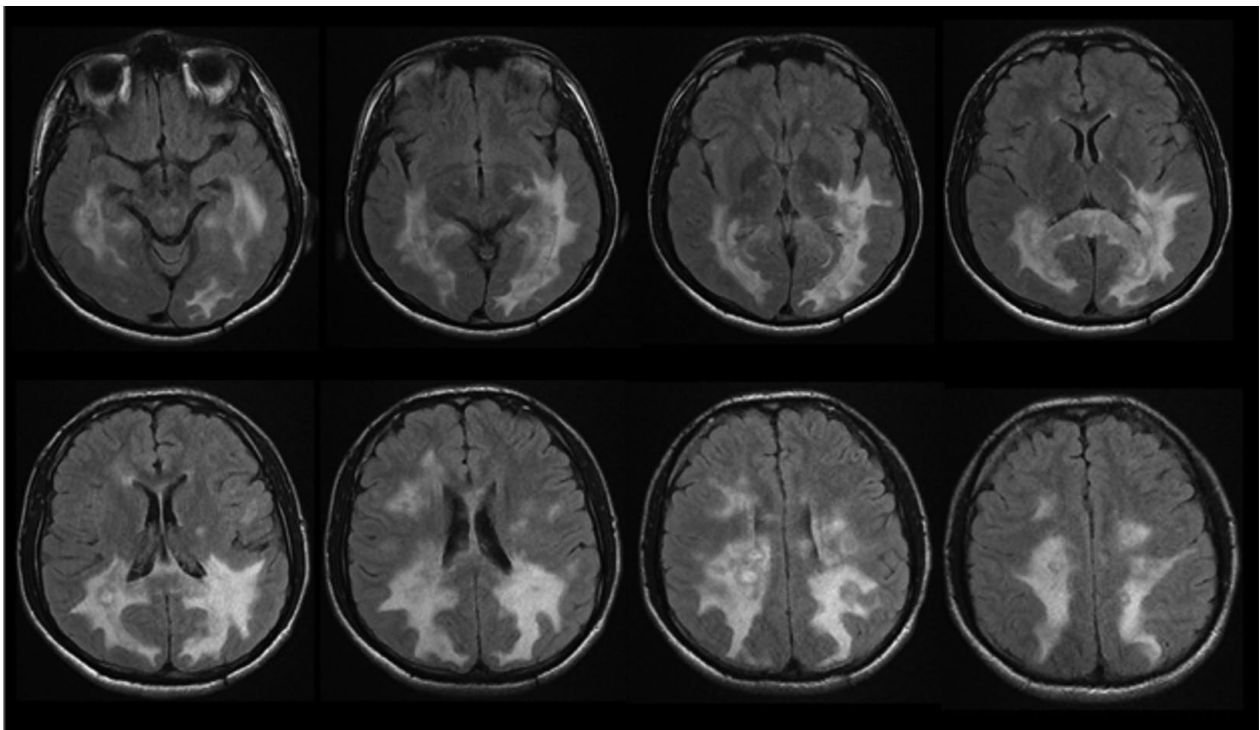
RM contrastada en T2-FLAIR, en plano axial, 10 meses después de RM, muestra lesiones hiperintensas coalescentes y tumefactas a nivel de la sustancia blanca profunda a niveles supratentoriales e infratentoriales.
